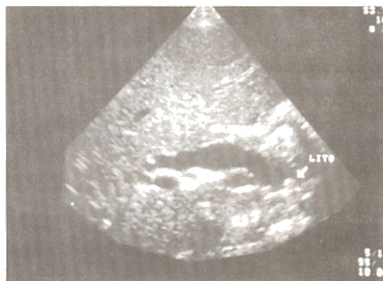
ecografía. Dilatación del conducto colédoco por cálculo distal.
